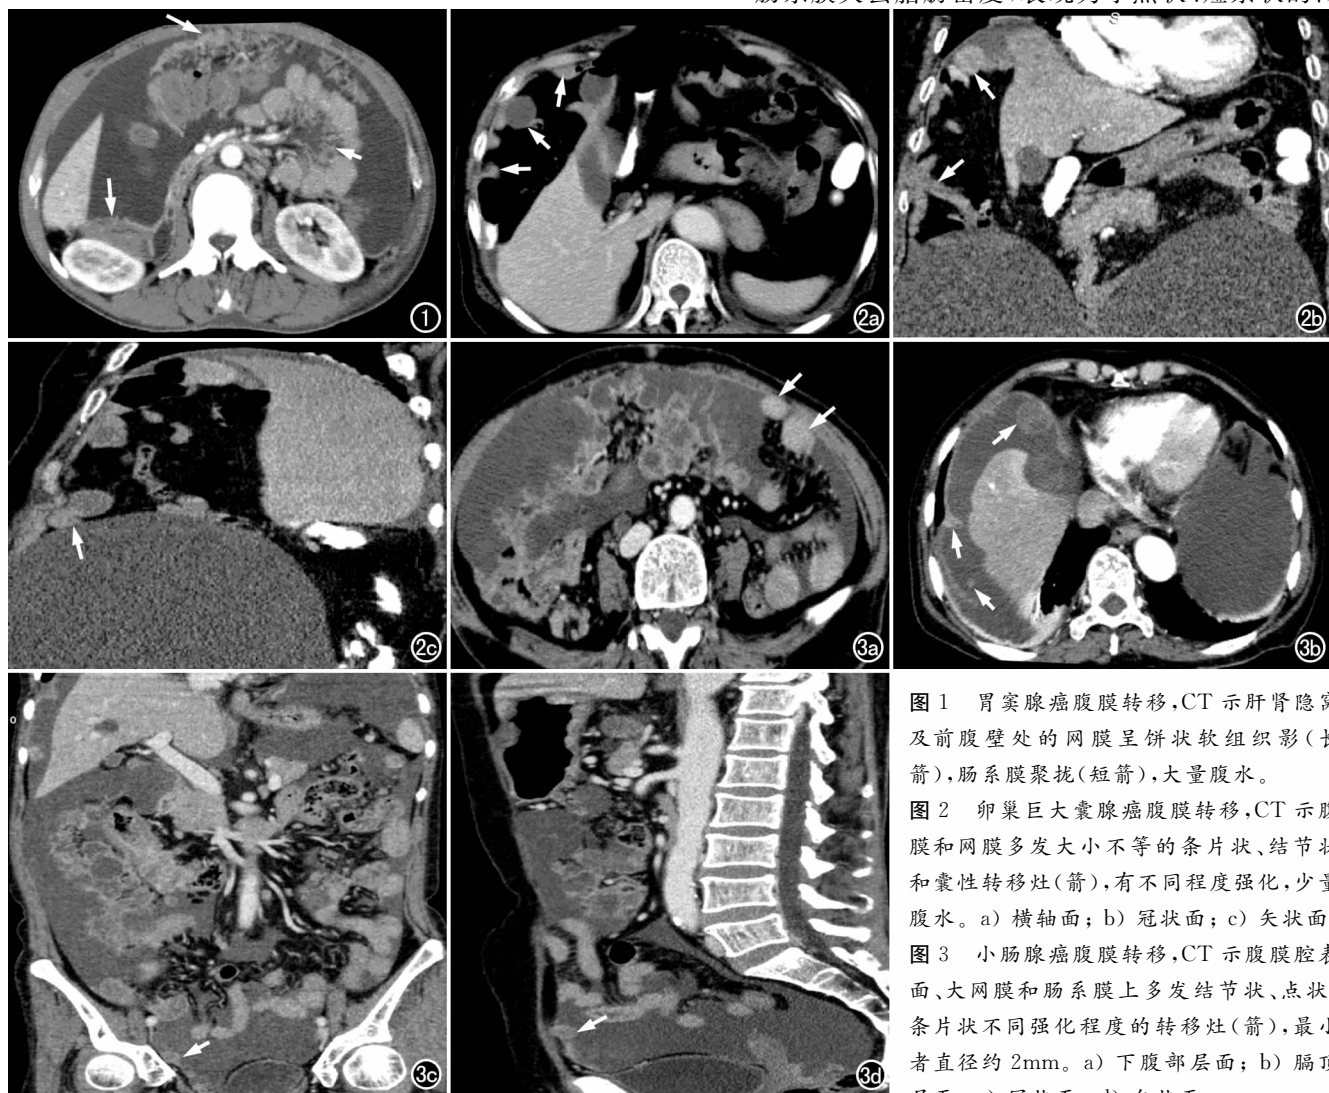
胃窦腺癌腹膜转移,CT 示肝肾隐窝及前腹壁处的网膜呈饼状软组织影(长箭),肠系膜聚拢(短箭),大量腹水。
